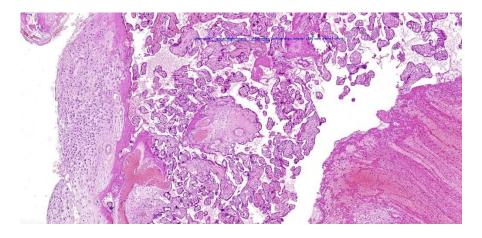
Хроническая плацентарная недостаточность (мальперфузия), острая субкомпенсация (гематома)
